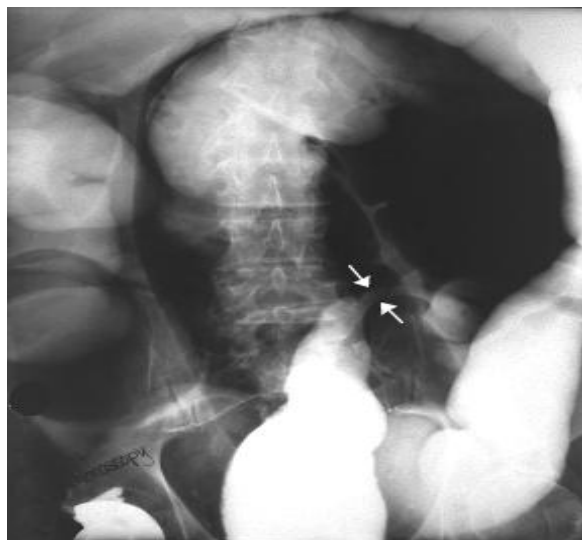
Симптом «клюва» (обозначен стрелками) при завороте мегадолихосигмы (обзорная рентгенограмма брюшной полости)
